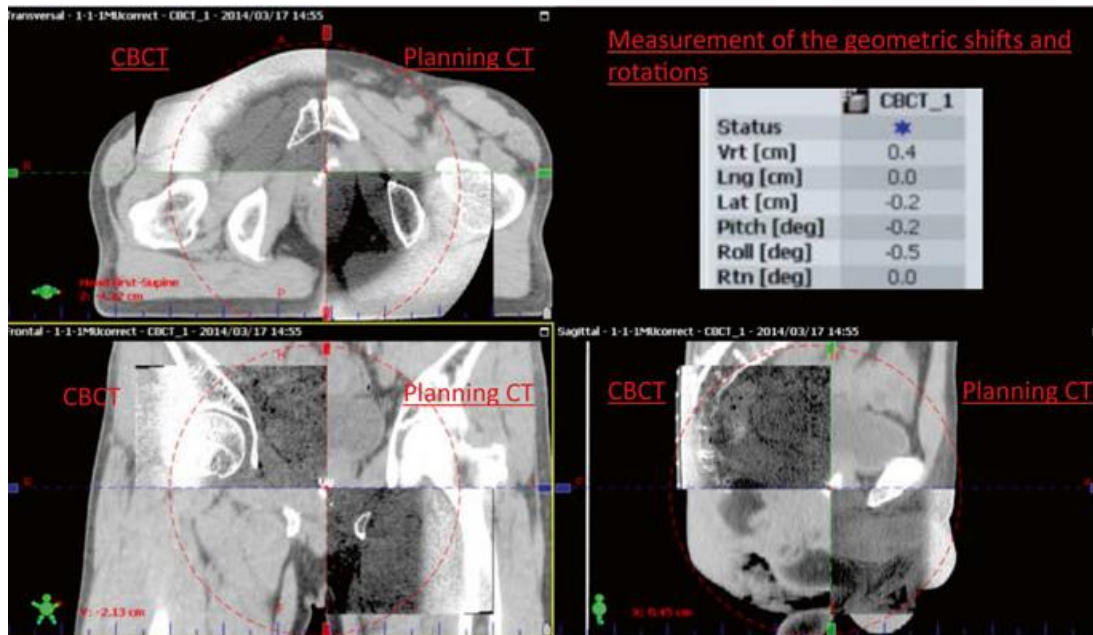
Enregistrement d'image mesurant la variation géométrique entre la planification du traitement et le positionnement réel avant le début du traitement (des images combinées de la planification CT et des images kV-CBCT sont présentées)
